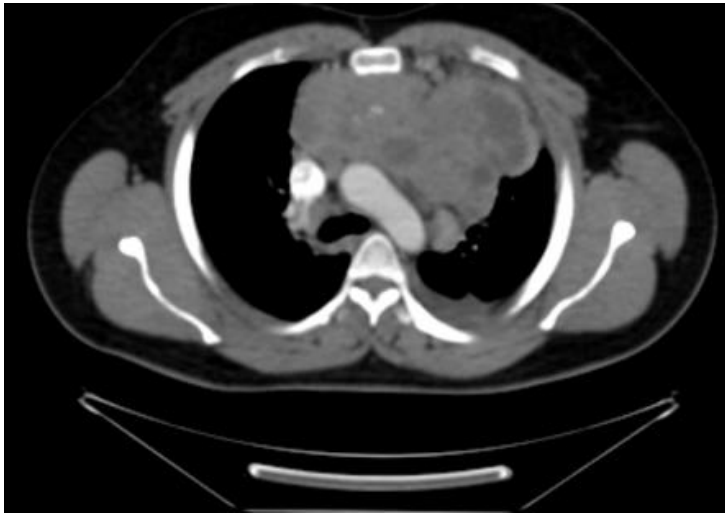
Postkontrastni CT: Hodgkinov limfom. Homogena tvorba u prednjem medijastinumu građena od mekog tkiva. Preuzeto iz: Carter i sur. (2017) (4)
